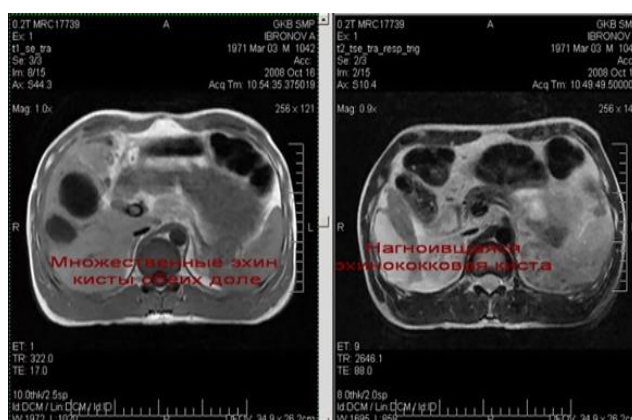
МРТ. Множественные и рядом расположенные эхинококковые кисты печени
